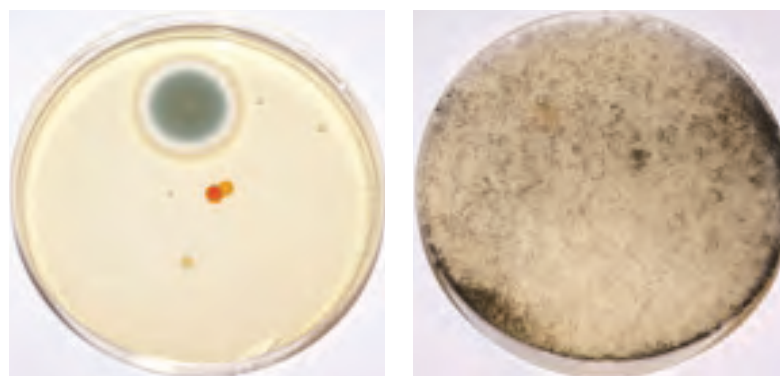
Results from the X-ray room
